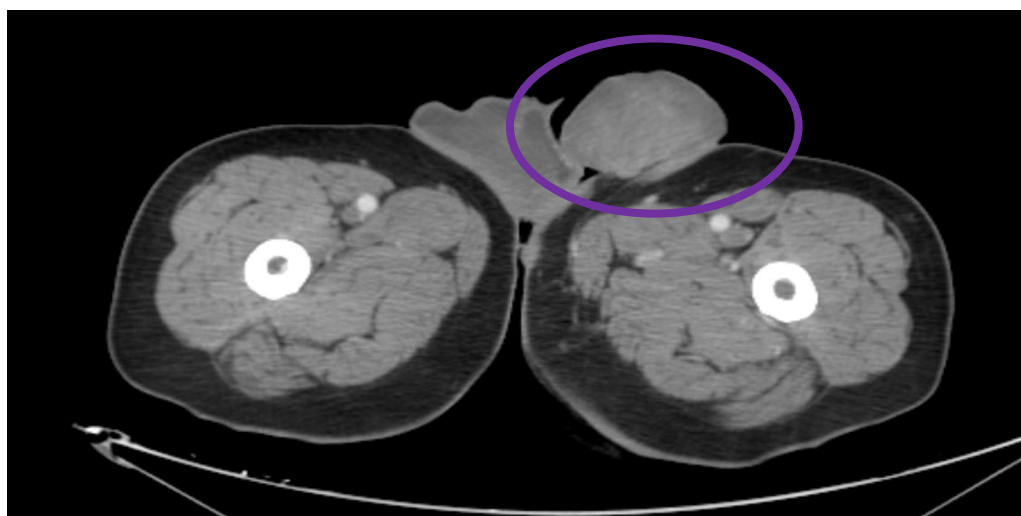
TDM abdomino-pelvienne
